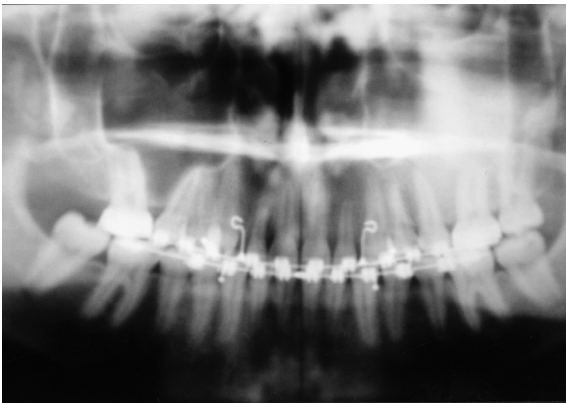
Radiographie panoramique. Image radio-opaque du cadre du maxillaire et du malaire gauches.
